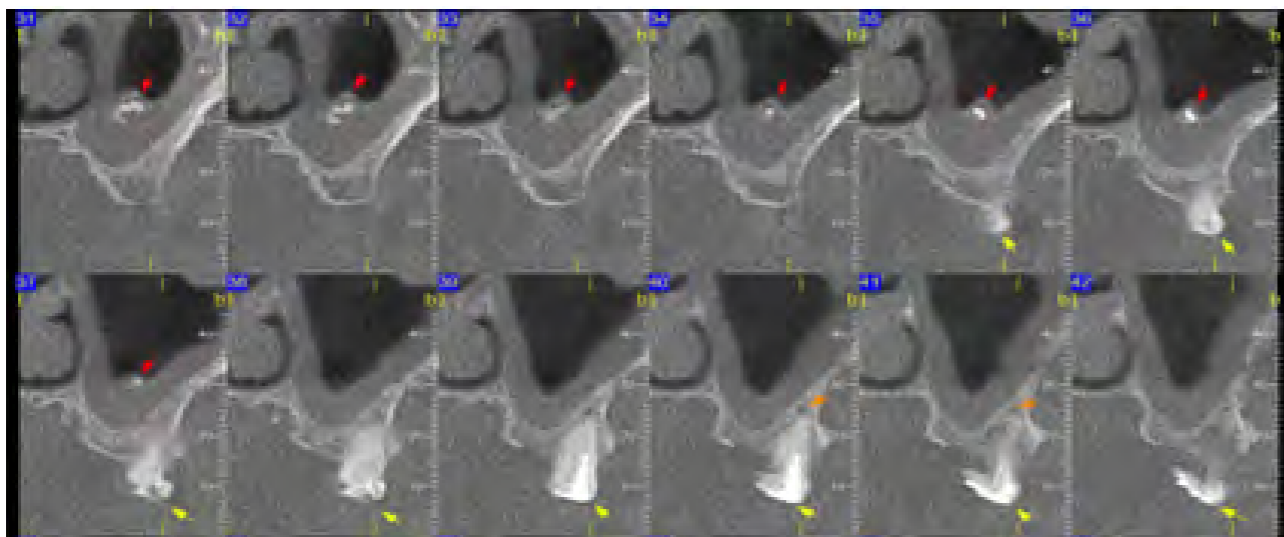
Tomografia corte sagital da maxila mostrando o seio maxilar esquerdo apresentando-se parcialmente velado com a presença de uma imagem hiperdensa sinalizada pela seta vermelha
